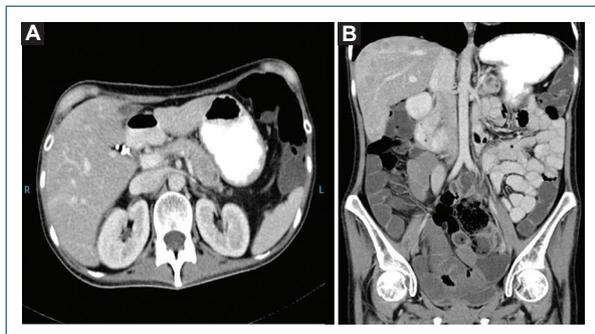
Tomografía abdominal en la que se observa imagen hipodensa en cola del páncreas (A). Así como múltiples imágenes hipocogénicas en parénquima hepático sugestivas de quistes simples vs metástasis (B).
